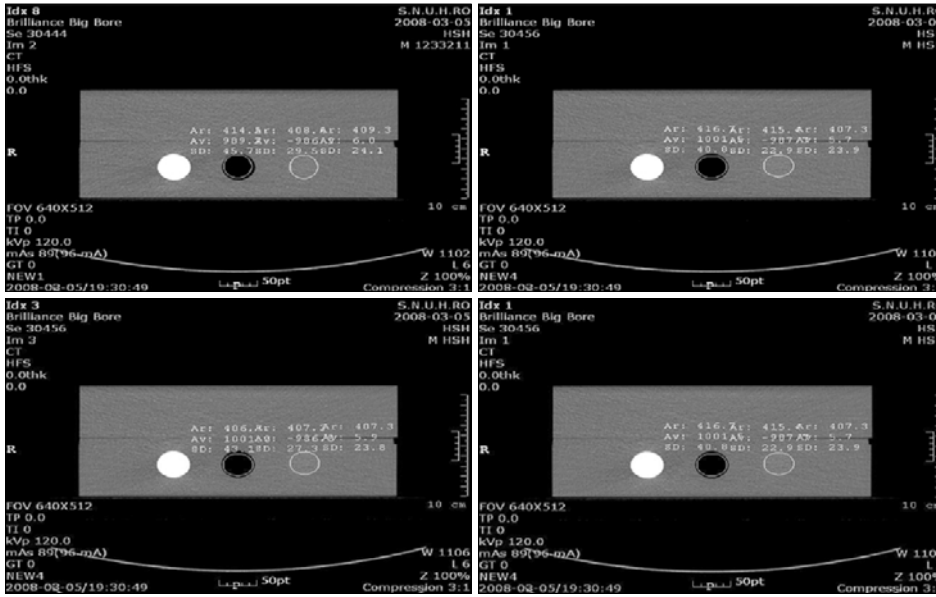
CT number accuracy evaluation.
